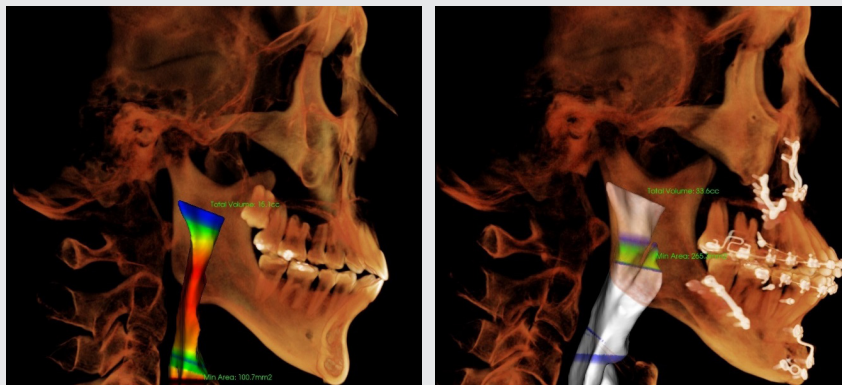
Tomographic image상에서 수술 전과 후의 airway volume의 차이 : 수술 전과 후의 airway volume에 대해 분석(invivo 5)해보았으며, airway의 증가를 확인할 수 있다.
